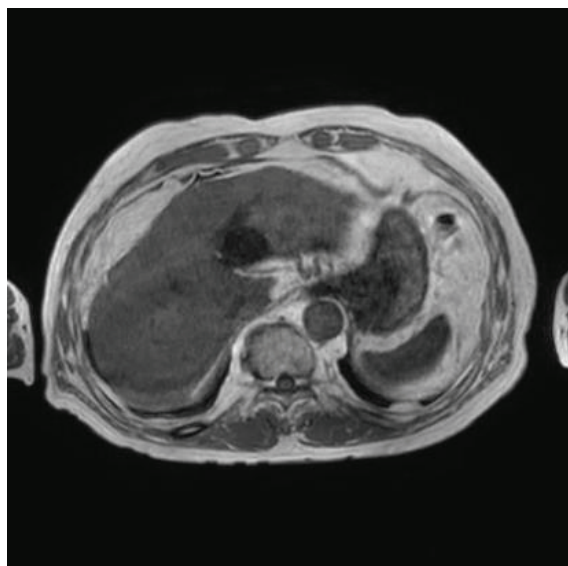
Dilated intrahepatic bile duct in the left lobe of the liver is seen in liver magnetic resonance imaging.
